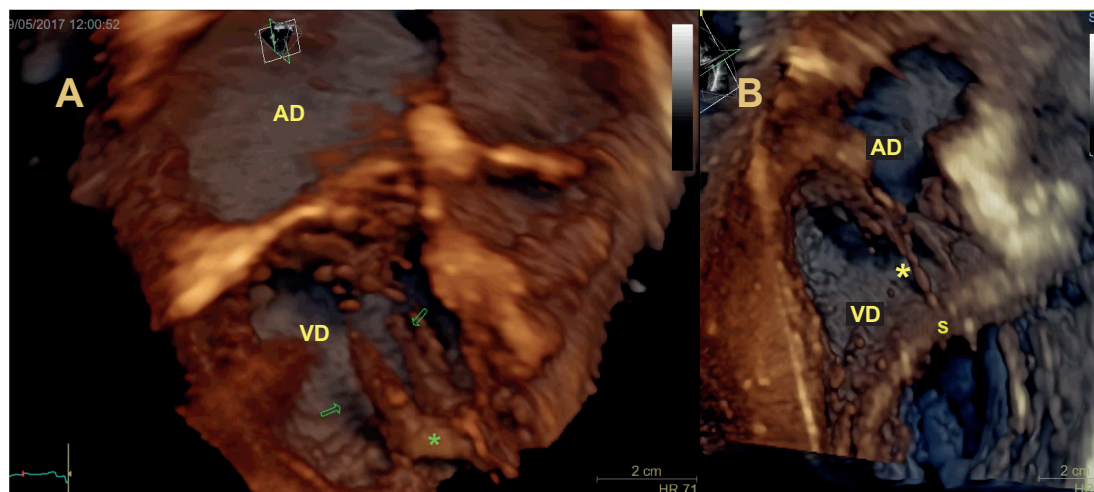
Detalhe anatômico do complexo valvar tricúspide visualizado por ecocardiografia transtorácica 3D. A) Corte coronal renderizado em 3D mostrando o músculo papilar anterior (seta verde) emergindo das trabéculas septomarginais (asterisco verde) na parede anterolateral. B) Corte oblíquo, onde podemos ver a inserção cordal direta (asterisco amarelo) no septo interventricular. AD: átrio direito; VD: ventrículo direito.
